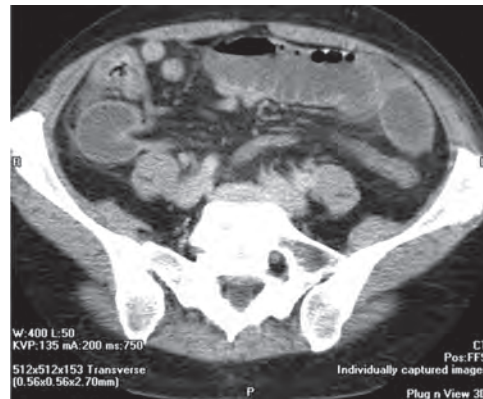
Компьютерная томограмма пациента с грыжей Рье
